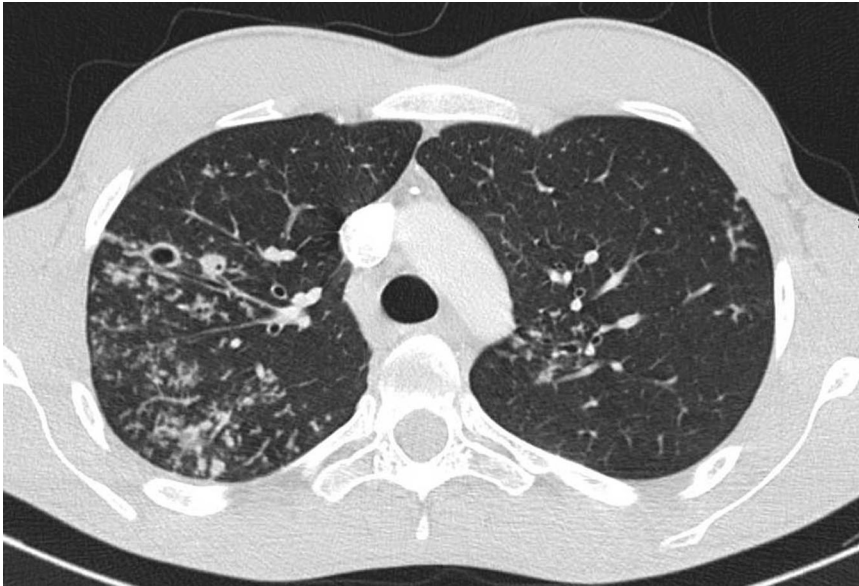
▲ CT, axiale Schichtführung, 20-jährige Patientin mit aktiver postprimärer Tuberkulose. Es zeigen sich „tree in bud“, kleine Konsolidierungen, unscharfe zentrilobuläre Herde, Kavitäten und geringe Milchglasstrübungen
